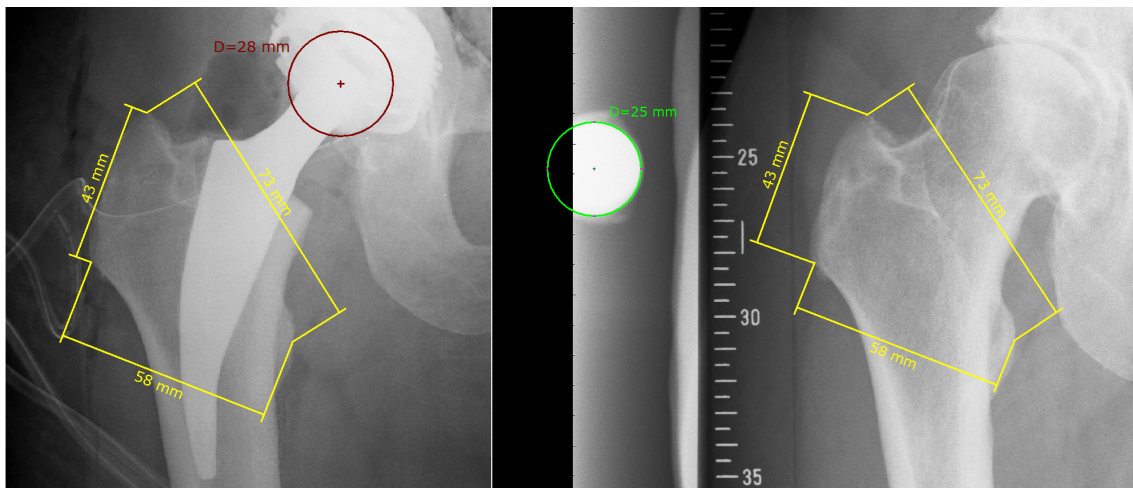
Überprüfung der Röntgenbildkalibrierung
